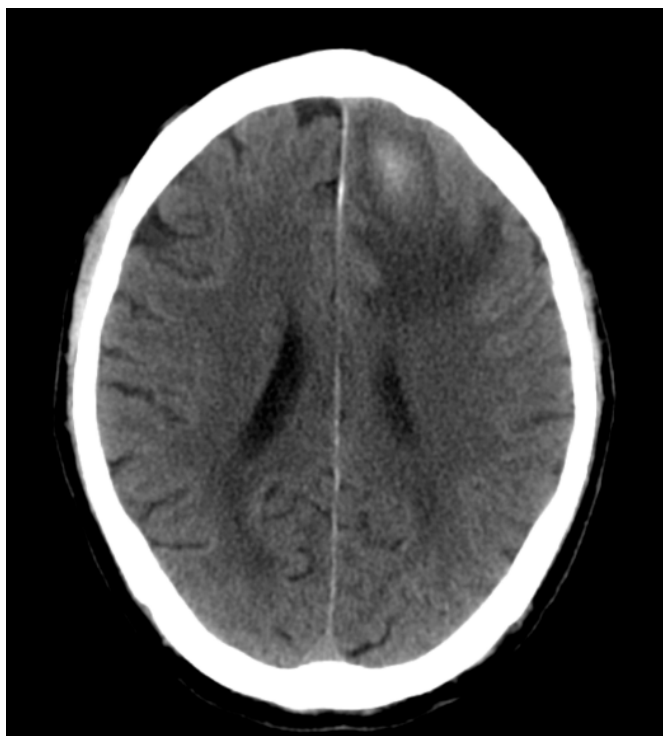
Imagen de TAC craneal a su llegada a urgencias, 20 días tras el inicio de la clínica, que muestra hemorragia cortico-subcortical frontal izquierda asociada a marcado edema, sin poder descartarse definitivamente lesión subyacente.
